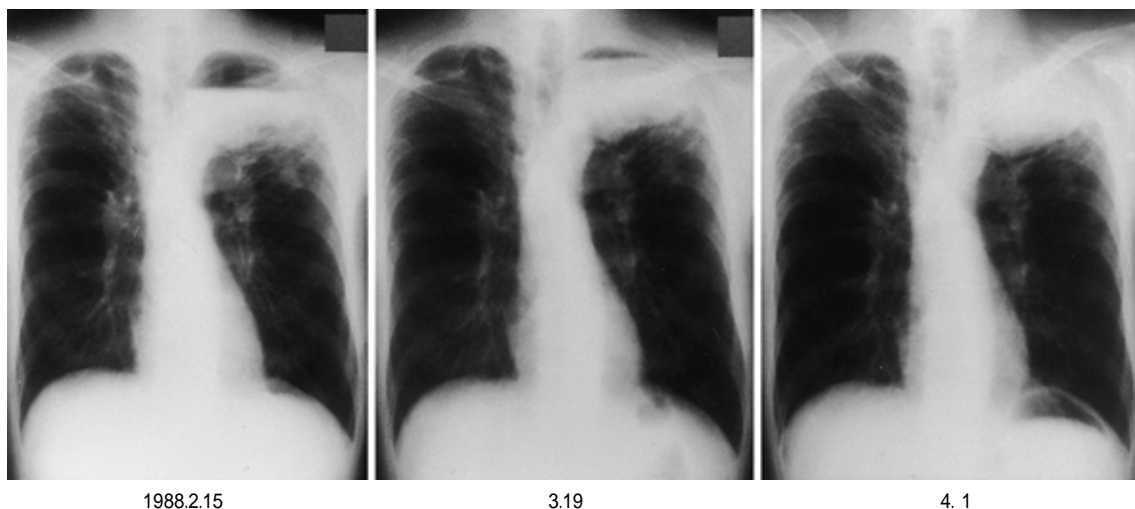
Serial chest X-ray films showing that the intrabullous fluid had gradually increased to occupy the entire bulla.
